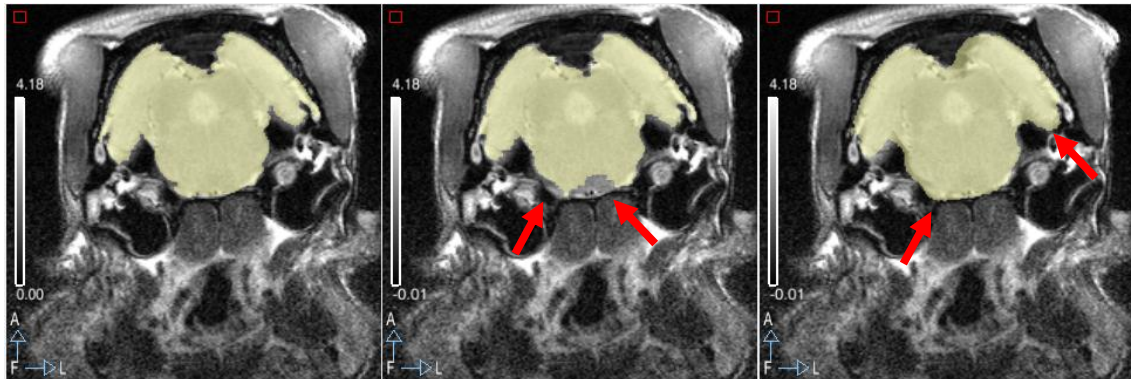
Corte transaxial correspondiente a la zona cerebral caudal de una MRI de rata Long-Evans fusionada con su máscara (de izquierda a derecha): manual, BEA-PCNN y SBR. Las flechas indican las zonas donde el algoritmo ha segmentado de forma errónea.
